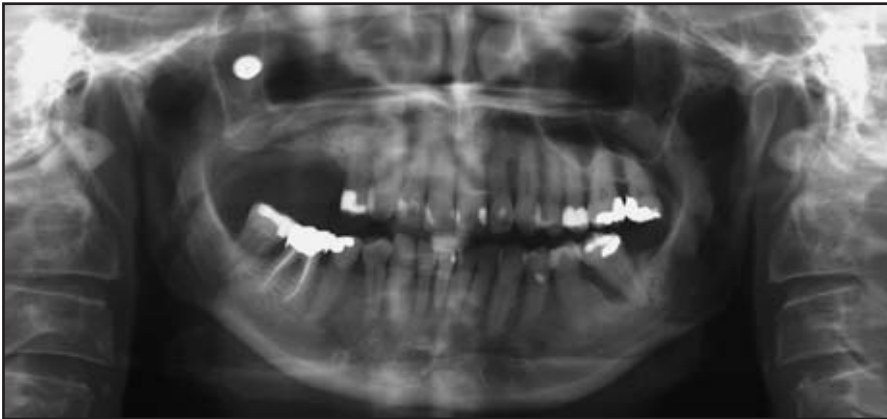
Ausgangssituation: Die Panoramaraöntgenaufnahme zeigte einen runden, gut definierten röntgen-dichten Bereich im distalen Teil der Kieferhöhle. Alle Zähne wiesen einen leicht progressiven horizontalen Knochenabbau auf. Auf der mesialen Seite des unteren linken zweiten Molars lag ein vertikaler Knochendefekt vor.
